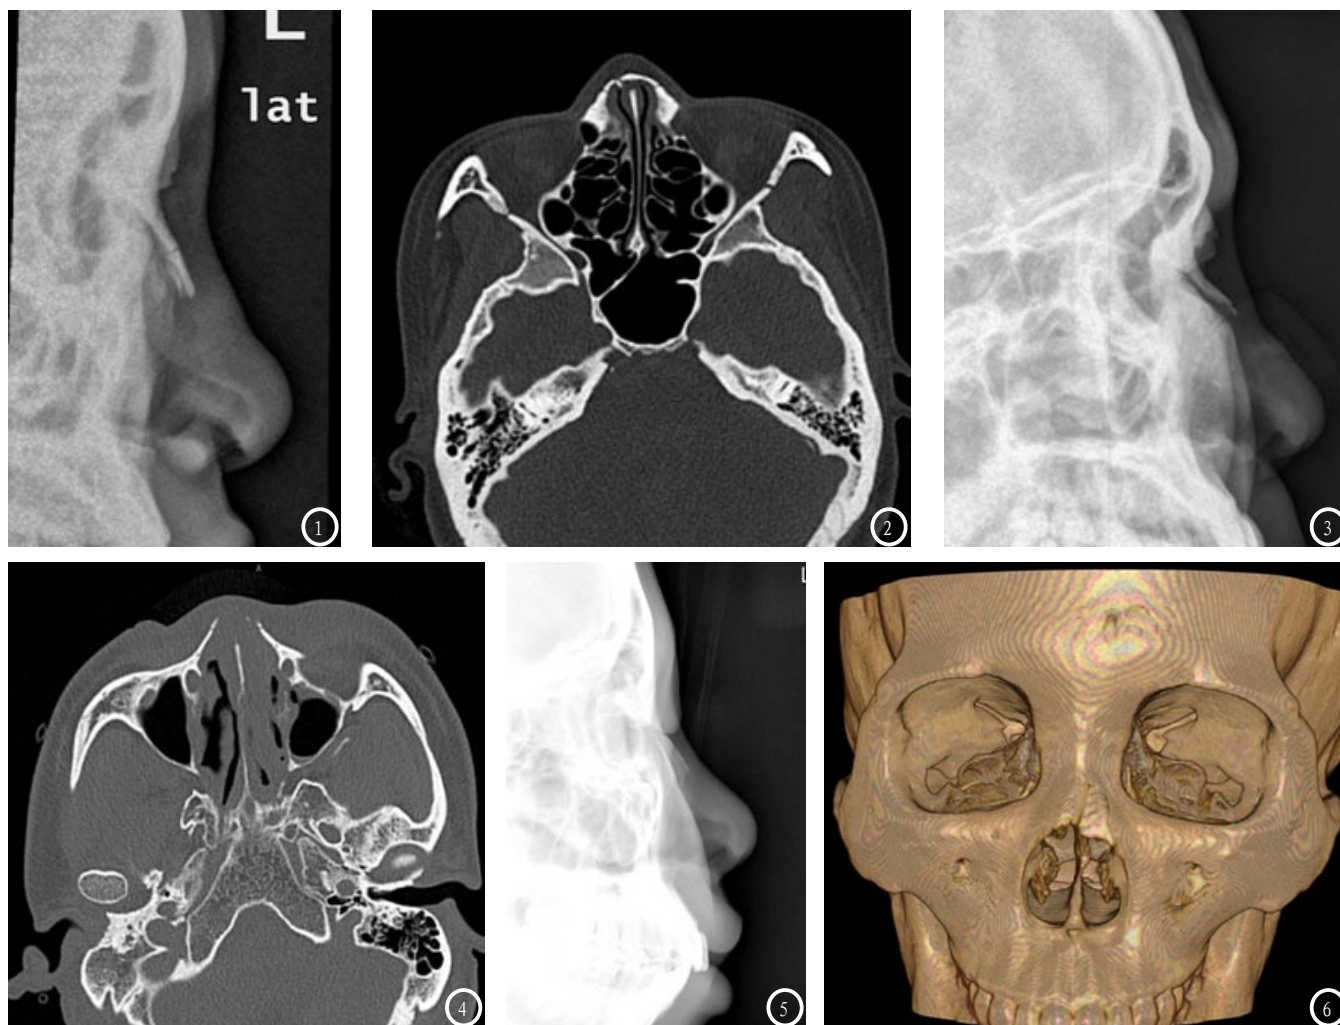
2为同一病例。图1 鼻骨侧位DR示鼻骨线性骨折；图2 横轴位CT示线性骨折位于右侧鼻骨。图3、4为同一病例。图3 鼻骨侧位DR示鼻骨线性骨折；图4 横轴位CT示左侧鼻骨粉碎性骨折。图5、6为同一病例。图5 鼻骨侧位DR示鼻骨远段略塌陷，可疑线性骨折；图6 CT-VR图示左侧鼻骨线性骨折并轻度塌陷。
